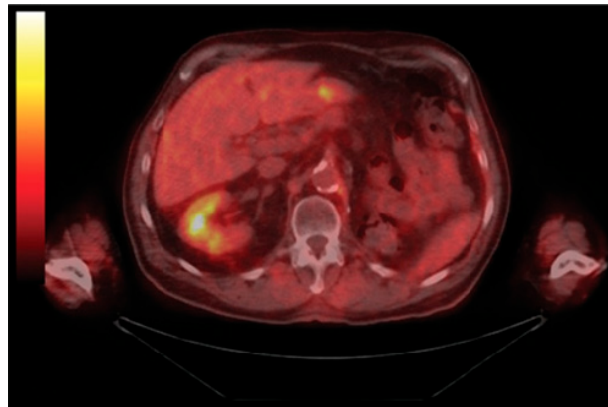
Esempio di un'immagine PET combinata.
